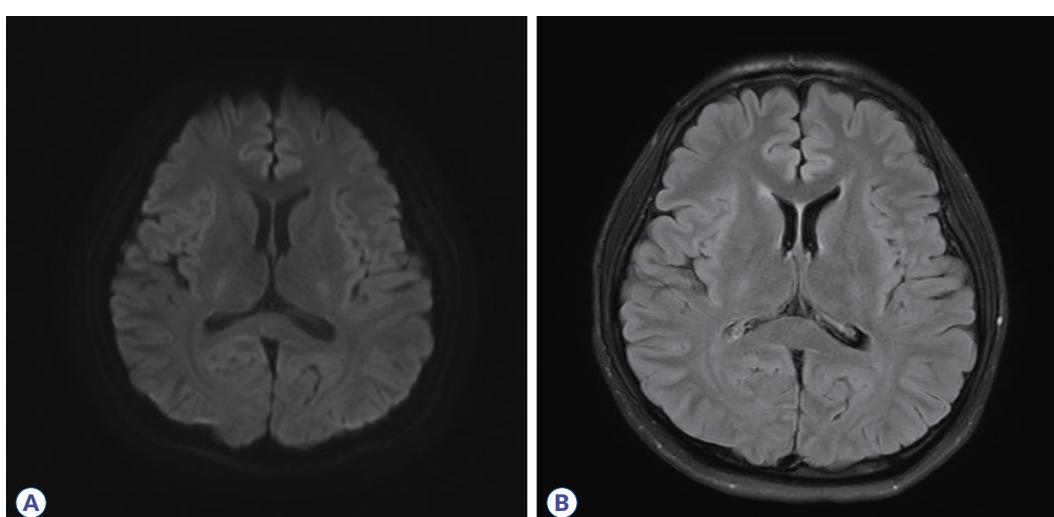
Magnetic resonance images on day 10 of hospitalization. Axial diffusion-weighted image (A) and fluid-attenuated inversion recovery image (B) show resolution of the previously observed abnormalities. The patient was discharged without any sequelae.
